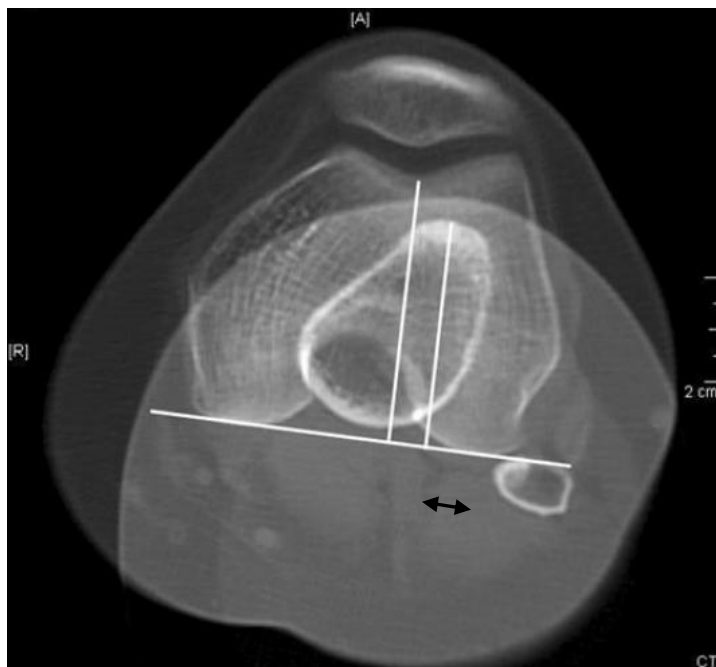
TTTG-Abstand in zwei übereinander projizierten CT-Aufnahmen, aus (15)
